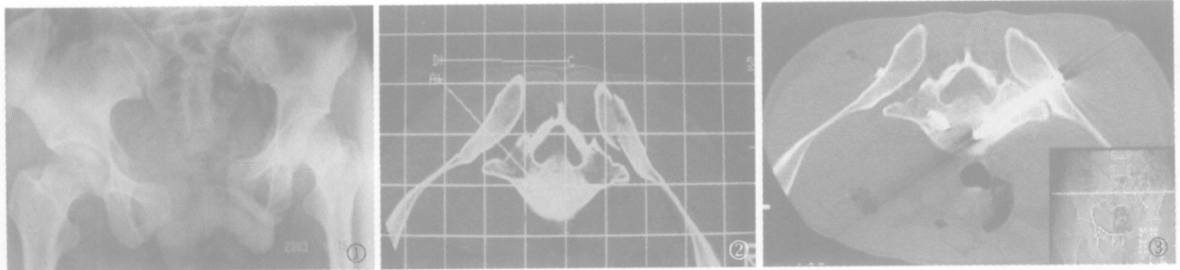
Tile B₃型双侧旋转不稳损伤术前 X 线正位片 图 2 CT 扫描定位网格像模拟钉道 图 3 CT 指导置入空心钛合金拉力螺钉, 显示骨折脱位复位
